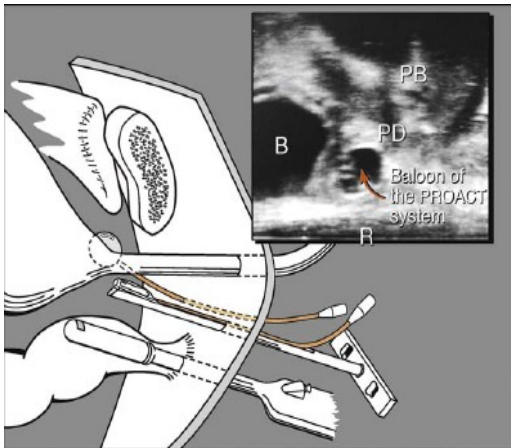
Colocación de los balones del PROACT™ a nivel del cuello vesical guiado por ecografía transrectal (véase en la foto el balón señalado por la flecha) (252).
